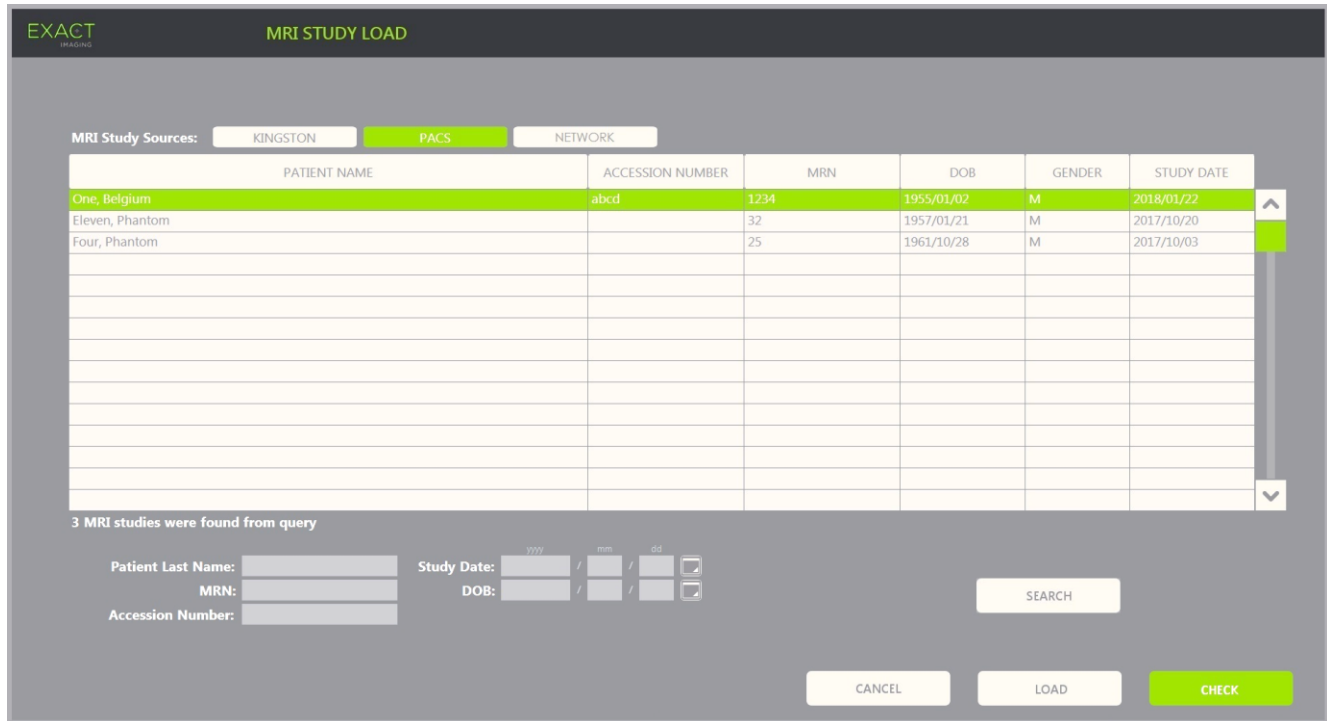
Ecrã MRI Study Load
